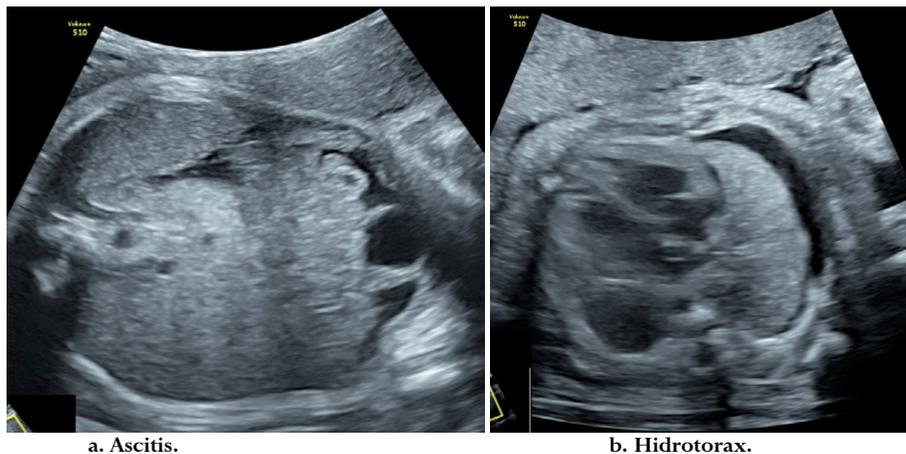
Ultrasonido de feto con infección sifilítica a las 29 semanas e hídrops fetalis.
